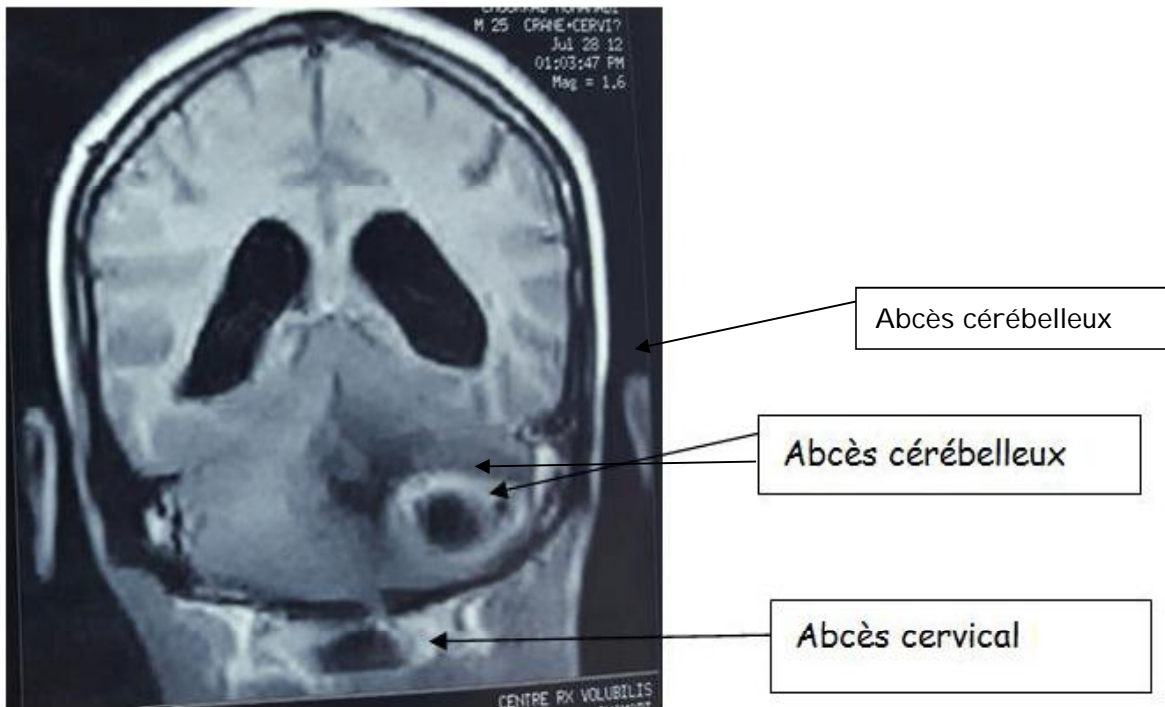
IV : IRM en coupe frontale montrant un double abcès cervical et cérébelleux compliquant un cholestéatome
